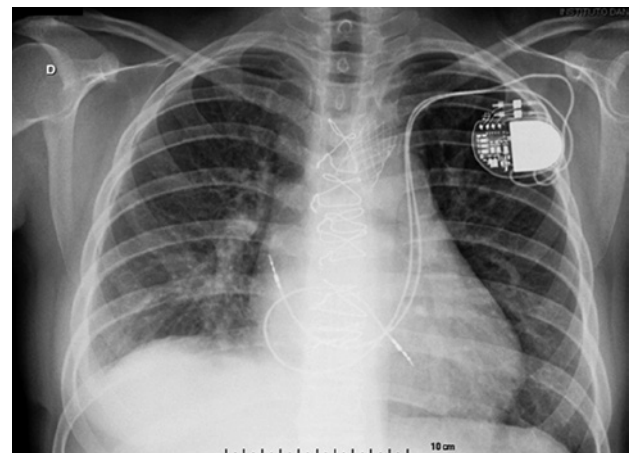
Radiografia de tórax pós-implante de marcapasso.
